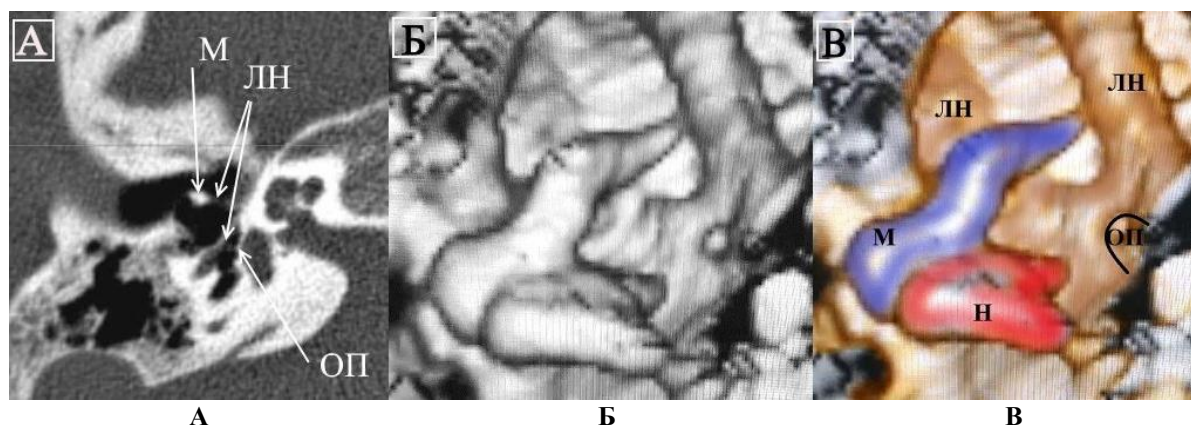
(А, Б, В). Аномалия развития наковальни, стремени и аплазия окна преддверия (данные 2D и 3D КТ). Раздвоение тимпанального сегмента лицевого нерва (правое ухо). М – молоточек, Н – наковальня, ОП – окно преддверия, ЛН – лицевой нерв
